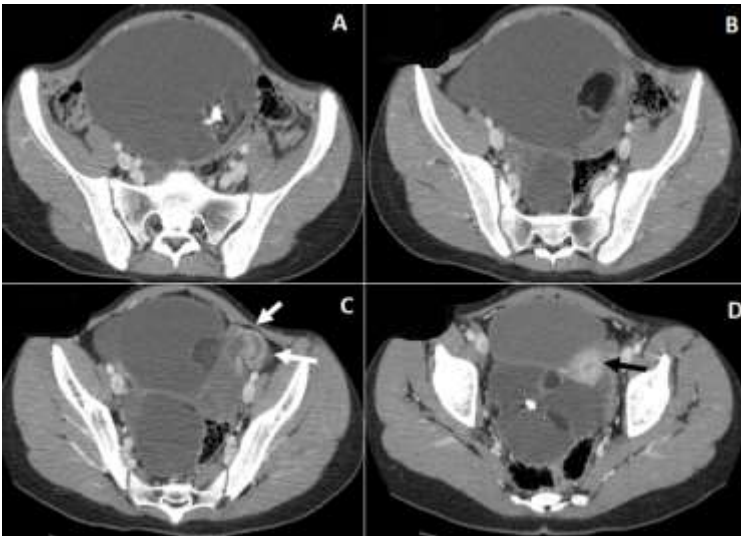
aspect TDM d'un téréatome ovarien bilatéral responsable à gauche d'une torsion de l'annexe chez une jeune fille de 15 ans - TDM abdominale après contraste en coupes axiales consécutives montrant la présence de deux volumineuses masses abdominopelvienne et latéro-utérine bilatérale à triple composante kystique majoritaire, graisseuse et calcique - le détour de spire est nettement visible en latéro-utérine gauche (flèche blanche), l'utérus comprimé entre les 2 masses (flèche noire)
